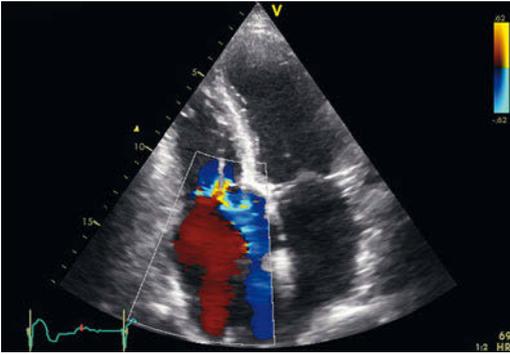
Farbkodierte Duplexsonografie. Der Blutfluss auf den Schallkopf zu wird rot, der vom Schallkopf weg blau kodiert. Befund: Trikuspidalinsuffizienz.
